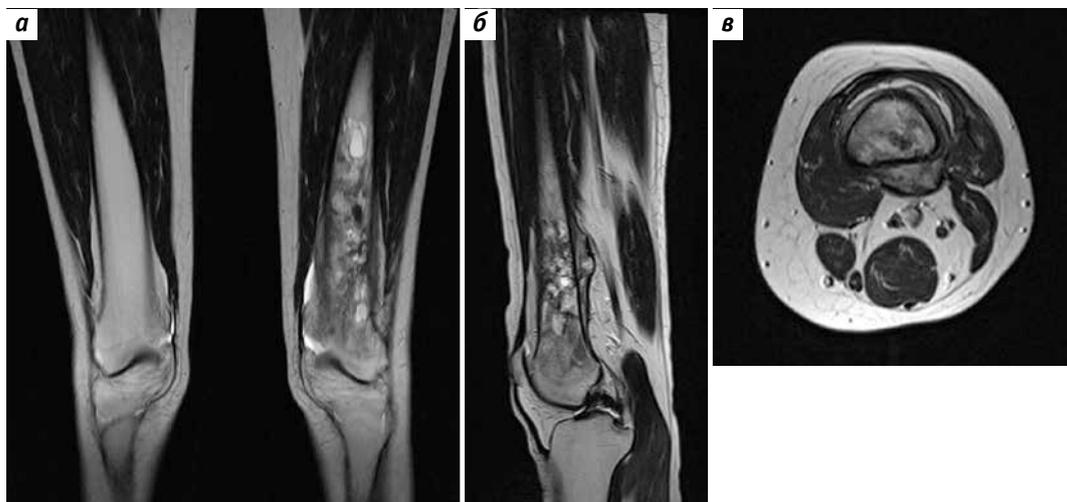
Магнитно-резонансная томография левого бедра перед операцией: а – прямая проекция; б – боковая проекция; в – аксиальная проекция
